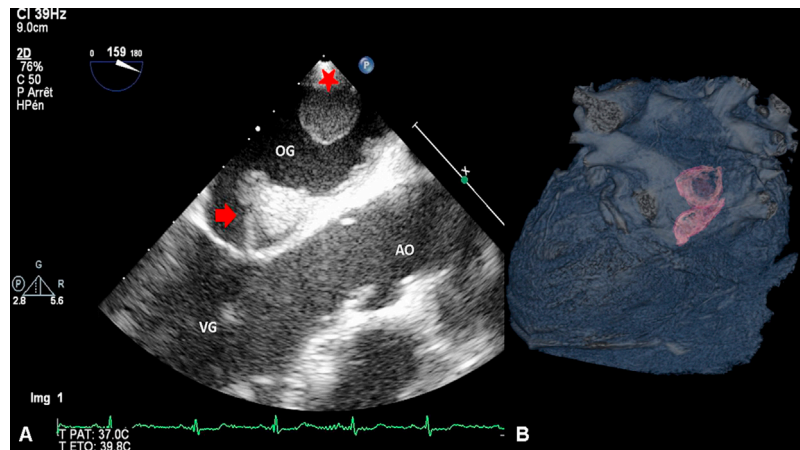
A. Vue échocardiographique trans-œsophagienne en deux dimensions montrant d'une part, une masse hétérogène et lobulée attachée au septum inter-auriculaire, semblant infiltrer la base du feuillet antérieur de la valve mitrale et prolant à travers l'orifice mitral en diastole (flèche rouge), et d'autre part, une petite masse ronde et bien limitée attachée au toit de l'oreillette (étoile rouge). VG pour ventricule gauche ; OG pour oreillette gauche ; AO pour aorte. B. Scanner cardiaque avec reconstruction en rendu volumique (vue postérieure du cœur).
